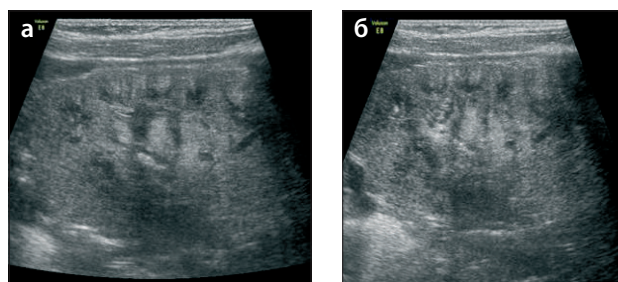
УЗИ почек через 2,5 года от дебюта аГУС: а, б – исследования в В-режиме, правая и левая почки соответственно.
